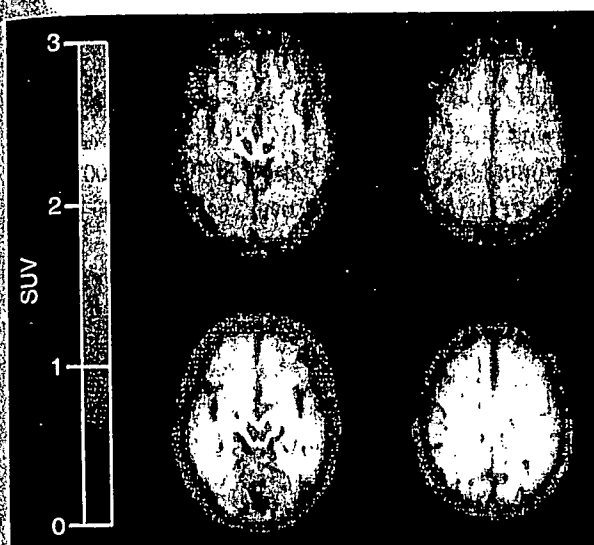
BF227-PETのSUV画像(口絵94参照)
